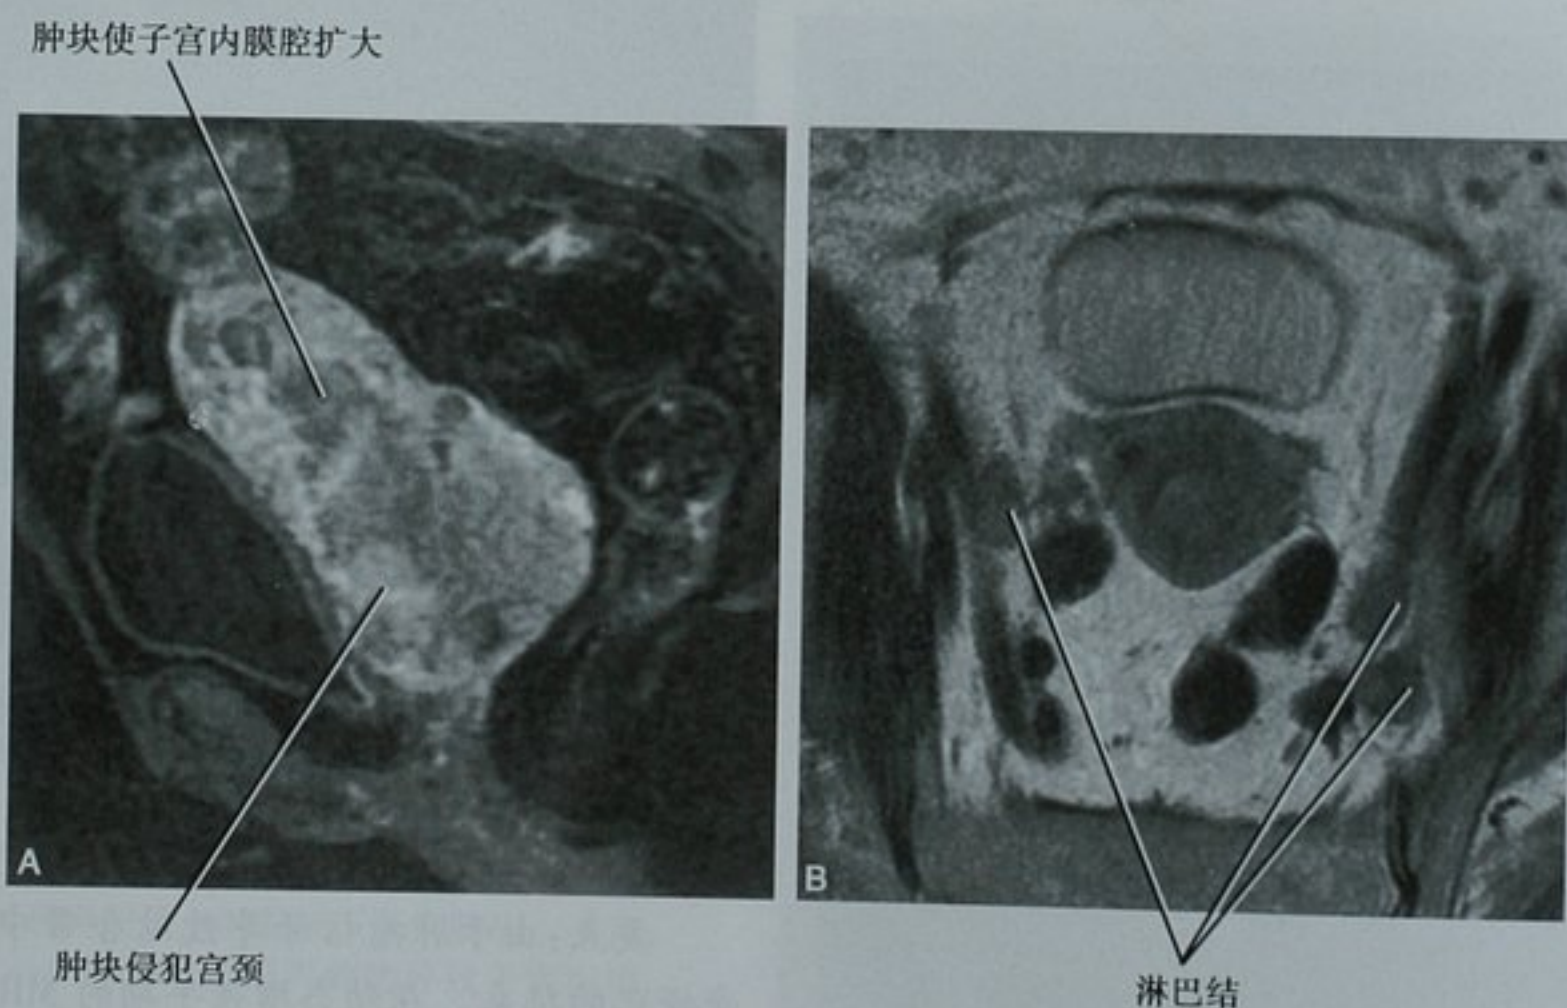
III C 期子宫内膜癌 MRI 图像。A. 矢状位增强 T1 加权图像显示子宫内腔增大伴宫颈的广泛侵犯(类似宫颈癌表现);B. 小 FOV 增强 T2 加权横断面图像显示盆腔内增大的淋巴结,分期由 II B 期增加到 III C 期
